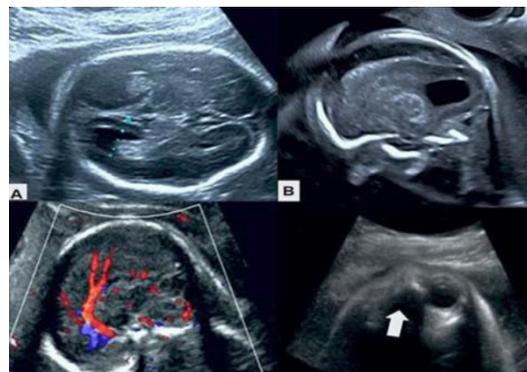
Imágenes de ecografía morfológica.<sup>21</sup>
